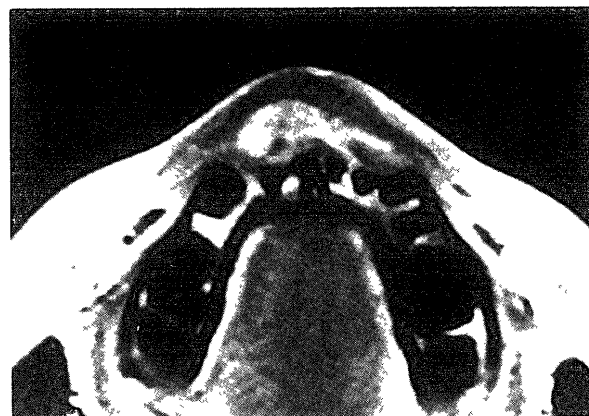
MRI view in case 2
